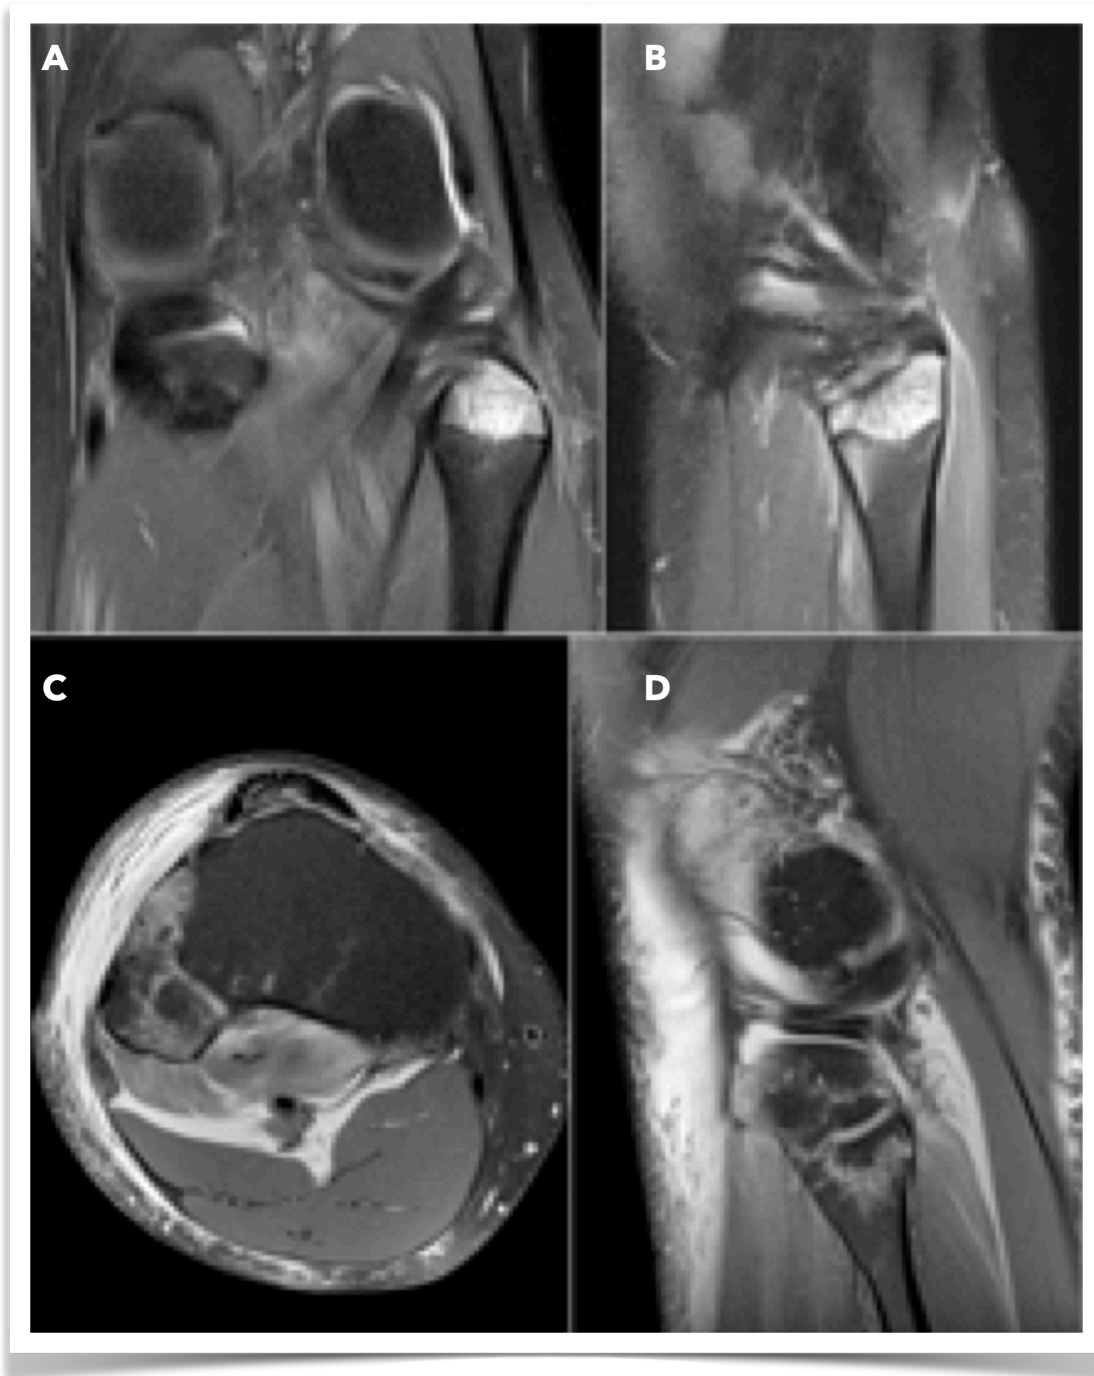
Signo arcuato en RM. En a) y b) se observa edema óseo en la cabeza del peroné. En c) y d) se identifica fractura no desplazada de la cabeza del peroné. Ambos casos corresponden a signo arcuato en RM, y deben hacer sospechar lesión avulsiva en la inserción de los estabilizadores de la esquina posterolateral.
